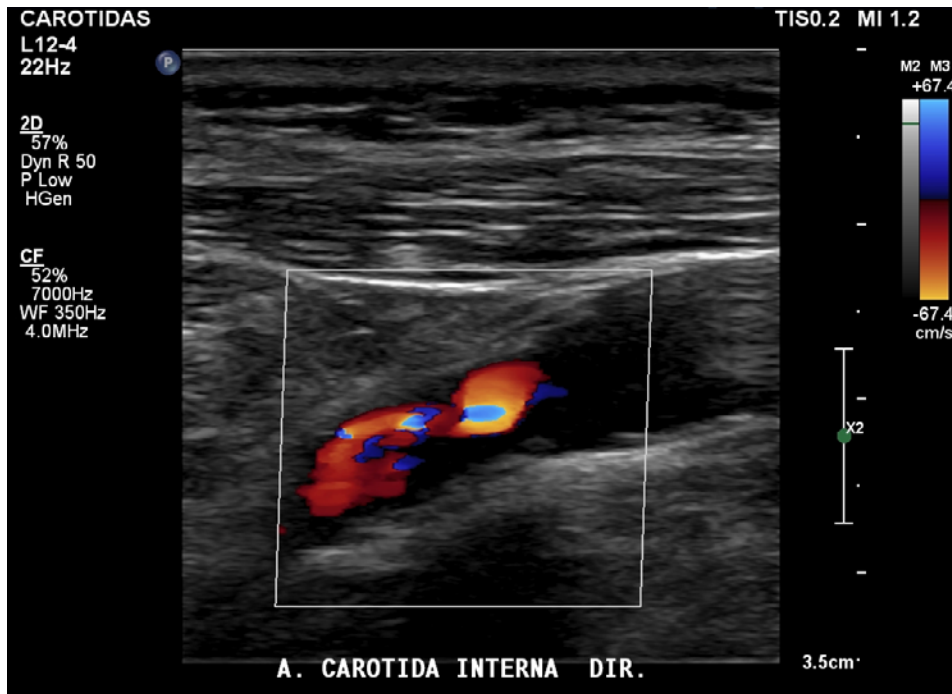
Doppler colorido da porção proximal da carótida interna
